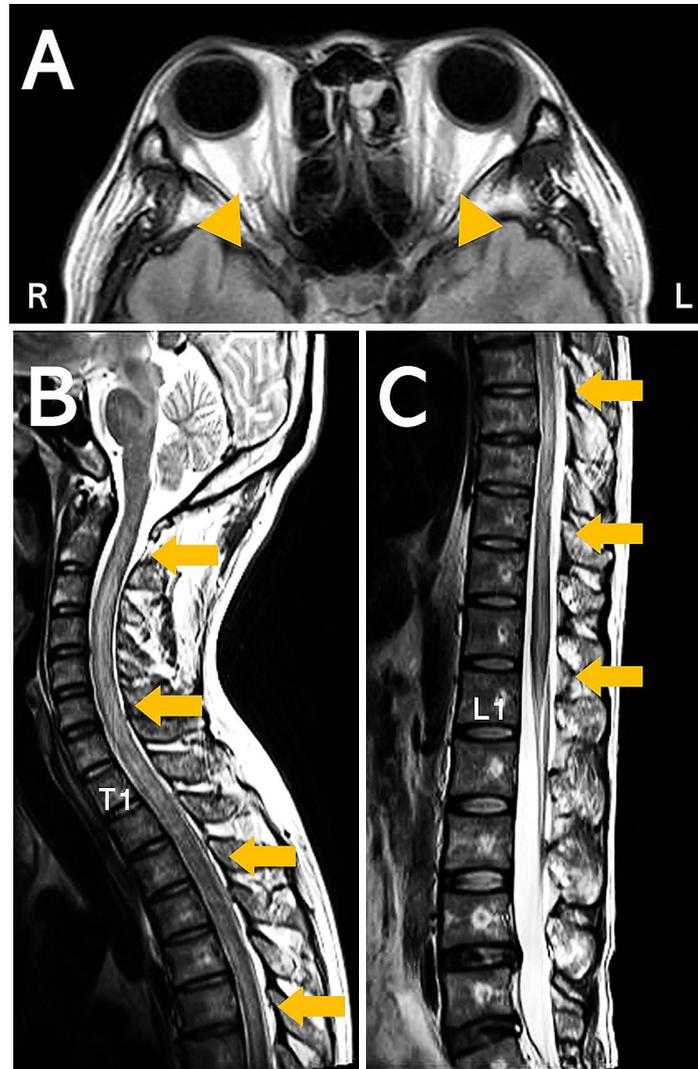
Optic nerve and spinal MRI findings on admission.
